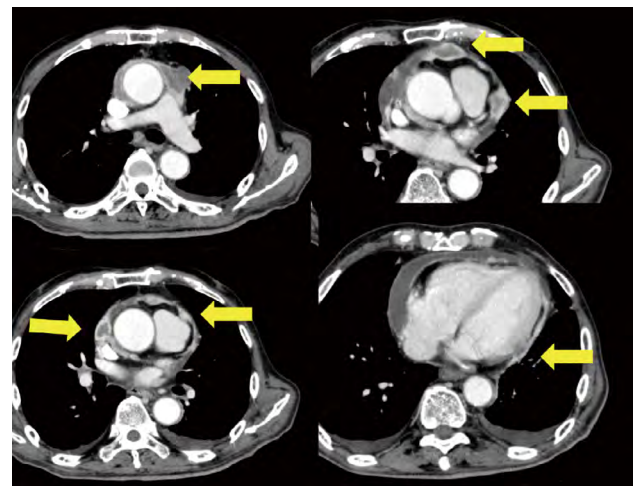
Computed tomography (CT) scan revealed multiple pericardial tumors indicating by arrows.
